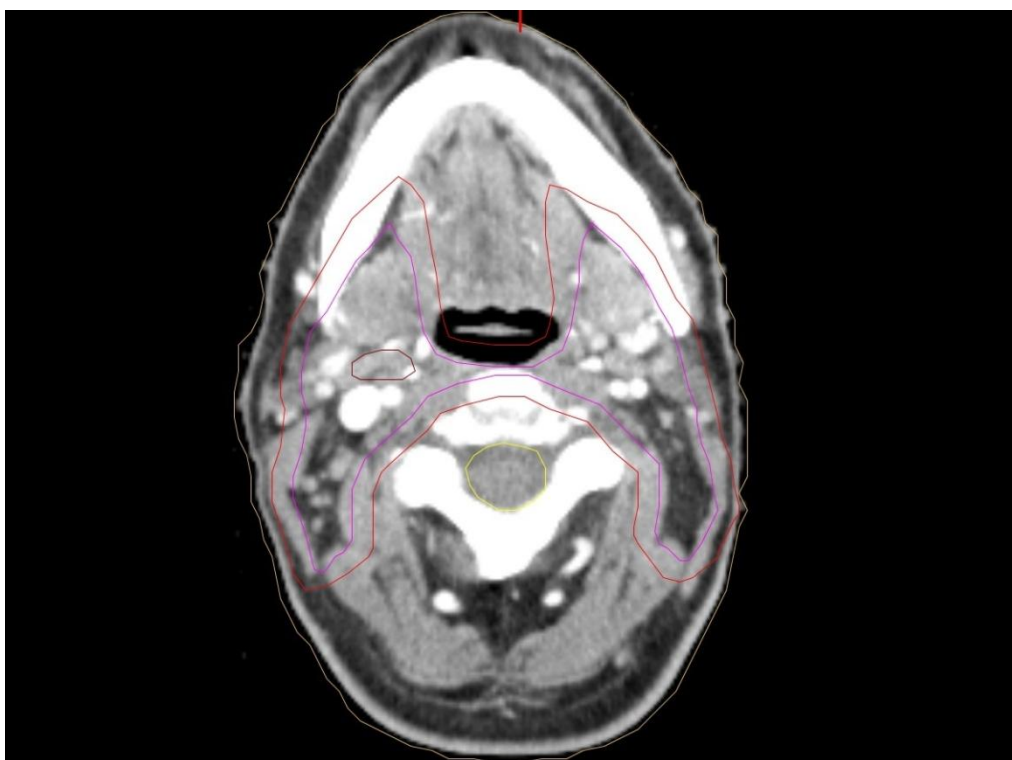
CT vyšetření krku, axiální řez (infiltrované krční uzliny). Zdroj: FN Plzeň.
